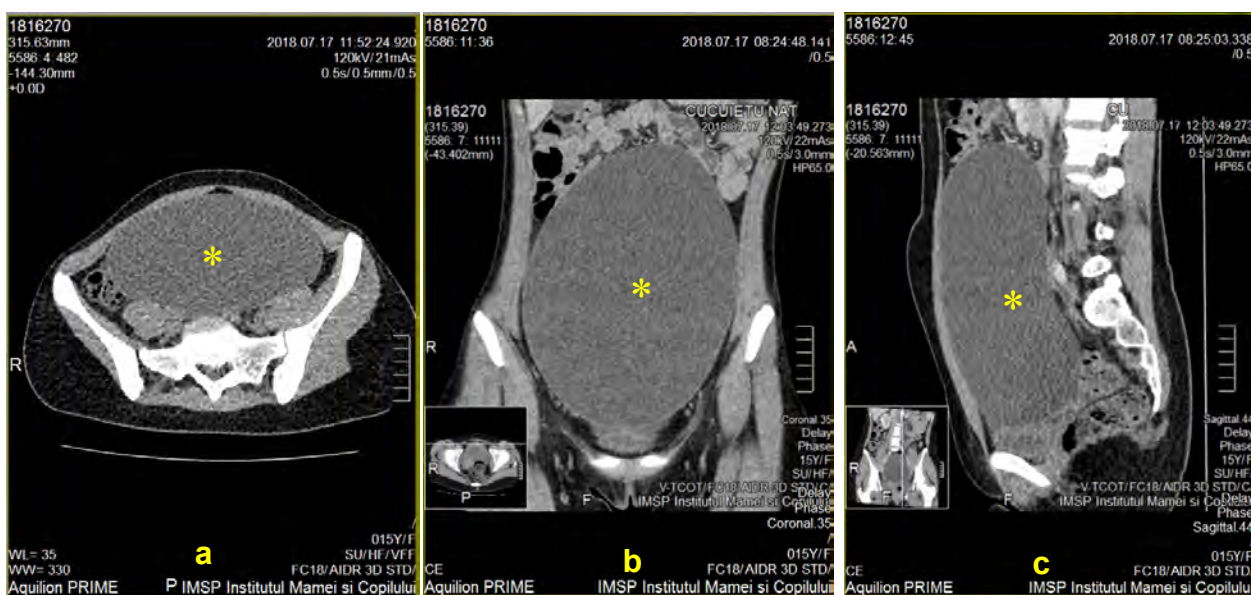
Tomografie computerizată (C.N., 15 ani): (a) proiecție axială (b) frontală (c) sagitală: chist seros gigantic (197x158x84 mm) a ovarului stâng (*)
